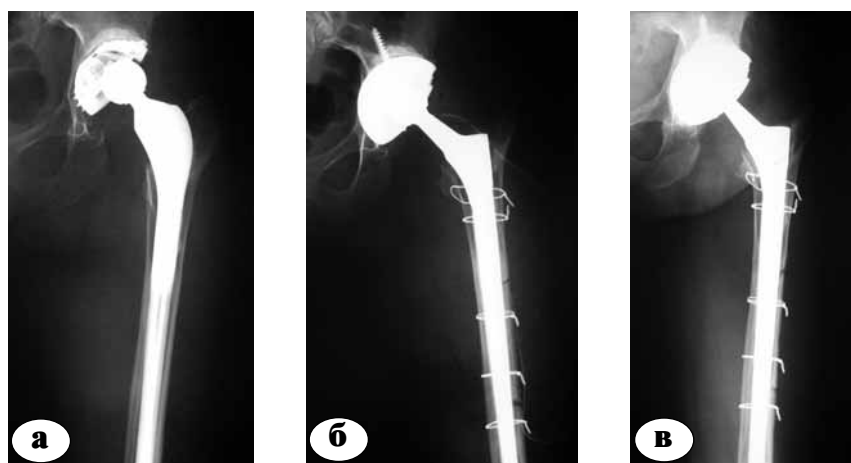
Рентгенограммы больной М.: а – до операции; б – после операции реэндопротезирования; в – через 1,5 года после операции
